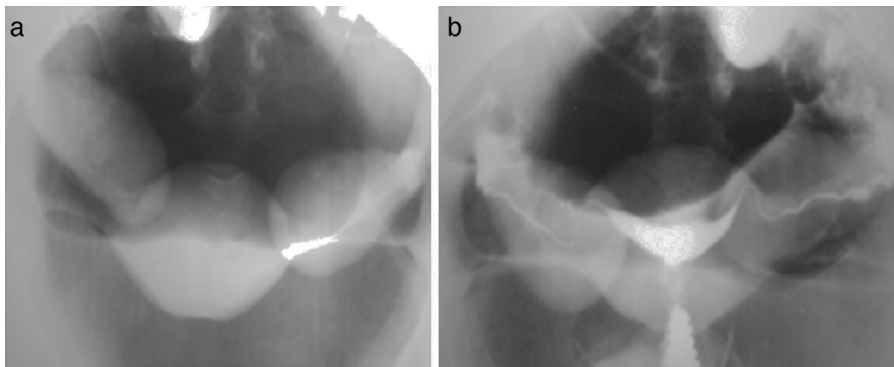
(a) Neumopelviografía: útero aumentado de tamaño. (b) Histerosalpingografía: aumento de tamaño global de la cavidad. (b) Ginecografía: mismo caso (archivo C. Gotta).
